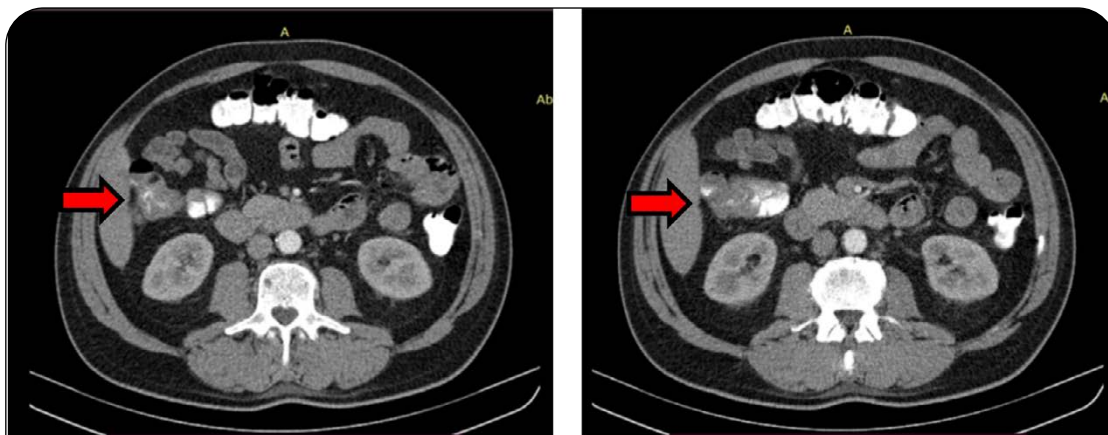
Tomografía con doble contraste de abdomen y pelvis. Se observa engrosamiento focal parietal asimétrico que compromete el colon ascendente.
